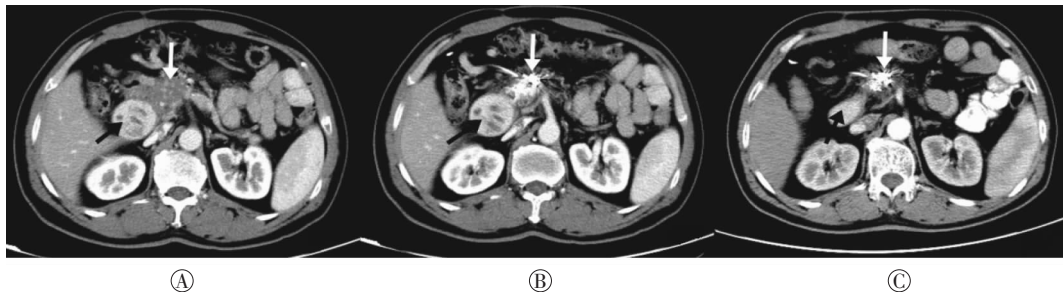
$^{125}\text{I}$  粒子植入前后晚期胰腺癌患者的 CT 影像图 患者男性, 53 岁, 图中, A:  $^{125}\text{I}$  植入前的图像; B:  $^{125}\text{I}$  植入后 1 周的图像; C: 植入后 1 个月的图像。白箭头指示粒子植入部位肿瘤逐渐缩小, 黑箭头指示十二指肠降段压迫梗阻缓解。
